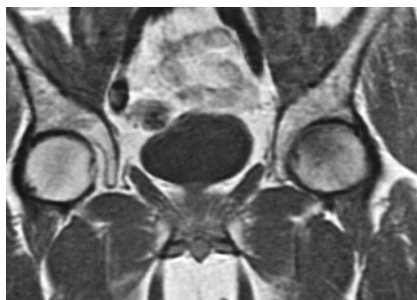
RM SE T1 coronal pelvis. Incipiente foco de edema, sugestivo de osteonecrosis inicial.
